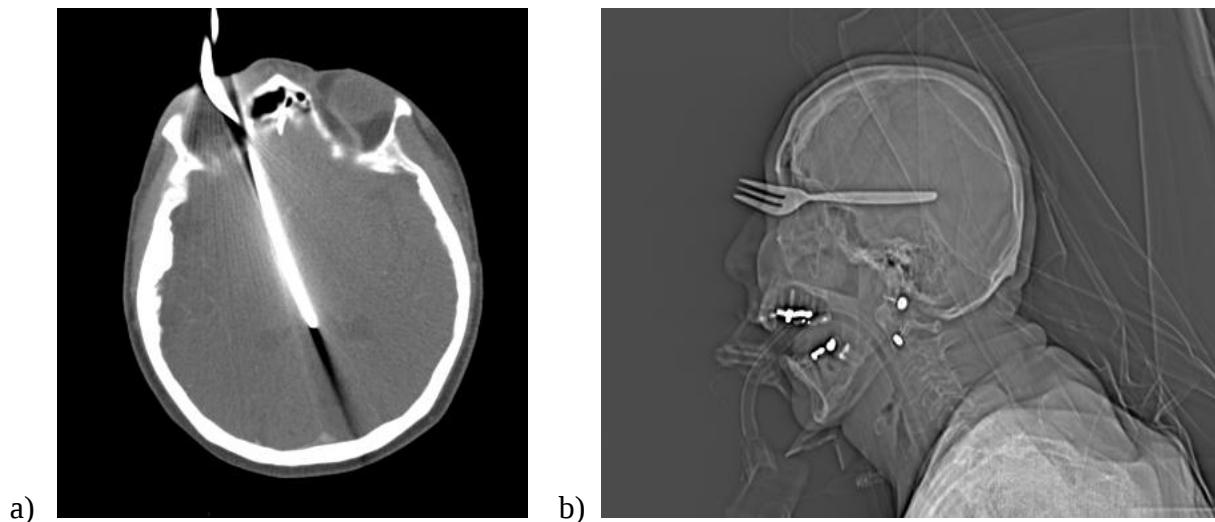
a) Axiales CT mit Darstellung des FK. b) Das Scout-Bild ermöglicht eine Abschätzung der FK-Lage.
